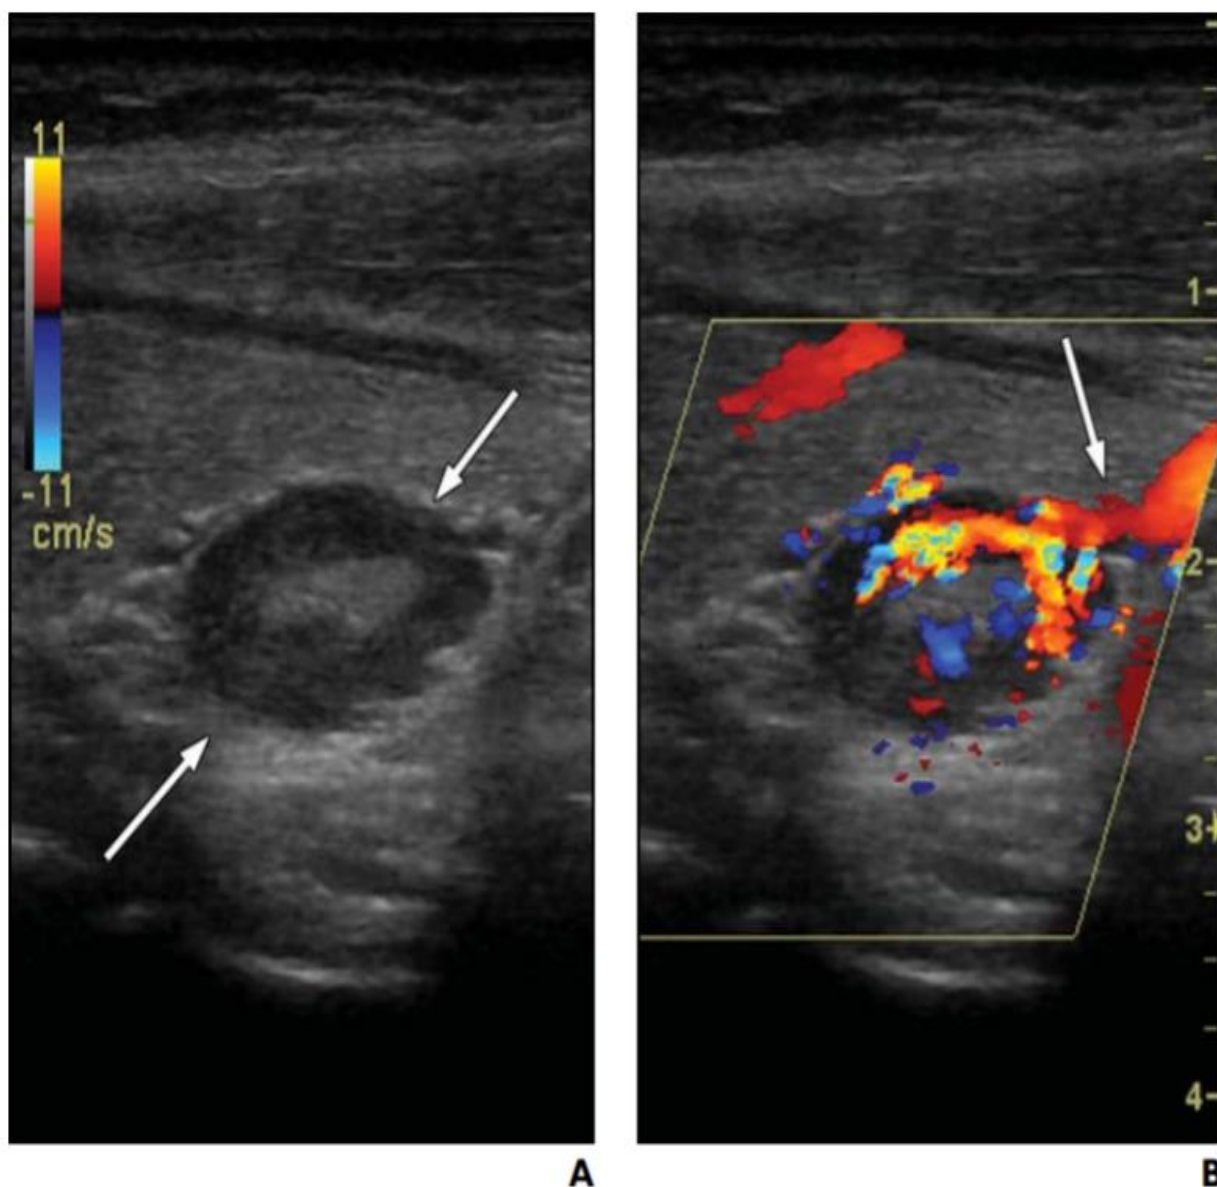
Images échographiques d'un adénome parathyroïdien chez une patiente ayant une hyperparathyroïdie primaire.
